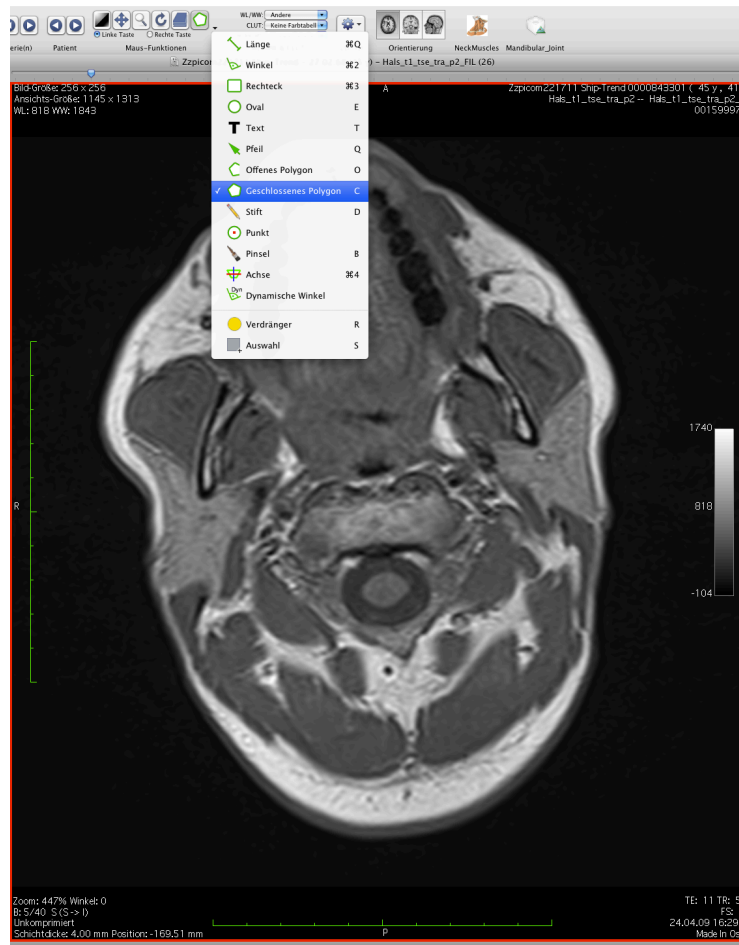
Axiale MRT-Schichtaufnahme eines männlichen 41-jährigen Probanden auf Höhe des Dens Axis, Darstellung der Benutzeroberfläche von OsiriX mit Polygon-ROI-Tool.
